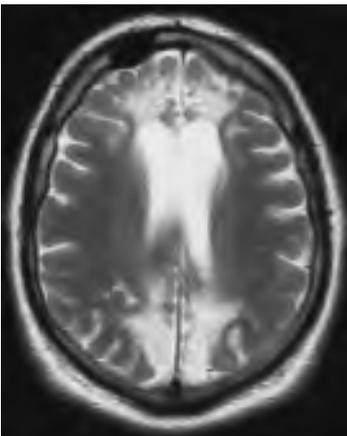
Niño con encefalopatía congénita y epilepsia sintomática. Tomografía axial T2. Atrofia y dilatación ventricular junto a pérdida de parénquima cerebral, encefalomalacia y gliosis frontal y parietal alta bilateral, parasagital.
